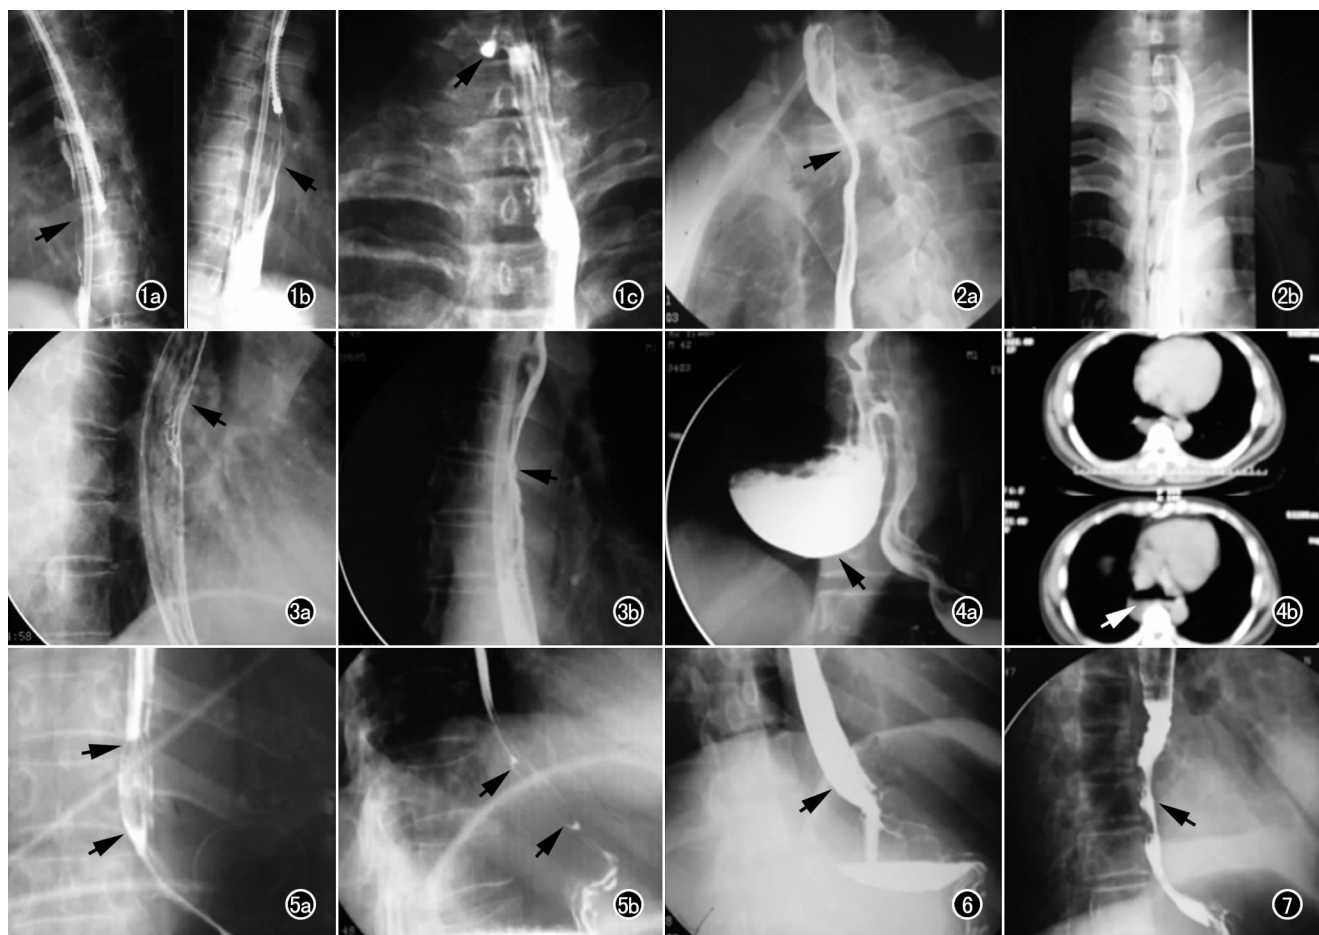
食管重复畸形。X 线钡剂造影示主副食管显影,主副食管远端均与贲门相通,有两根不同导管分别伸入其中证实(箭),正位片见颈段食管右侧有一小囊腔,为另一未发育完全的副食管(箭)。a) 左前斜位; b) 右前斜位; c) 正位。 图 2 食管浆细胞肉芽肿。食管弓上段管腔偏侧性变窄,长约 7 cm,边缘光整,部分呈弧形压迹(箭),黏膜较完整,无明显中断破坏,管壁稍僵硬。a) 左前斜位; b) 正位。 图 3 食管结核。a) 食管弓下段一段长约 4~5 cm 病变,食管边缘不光滑,局部似可见不规则隆起(箭); b) 管腔稍狭窄(箭)。 图 4 食管憩室。a) 食管下段右侧可见一约 10 cm×8 cm 大小的巨大囊袋状影突向腔外(箭); b) CT 扫描示纵隔内心脏后方一等密度软组织影,其内见含气空腔及液平面(箭)。 图 5 食管脂肪瘤。食管下段可见一椭圆形充盈缺损影,长约 4 cm,长轴与食管走行一致,边缘柔软光滑(箭),术后病检为脂肪瘤。a) 正位; b) 右前斜位。 图 6 男,20 岁,食管 Barrett 溃疡。食管下端近贲门处一段长约 3 cm 的腔外型纵行溃疡,有较宽的口部(箭)。 图 7 男,74 岁,食管 Barrett 溃疡。中食管下段的龛影可见“围脖征”,周围有一圈环形水肿带(箭)。
